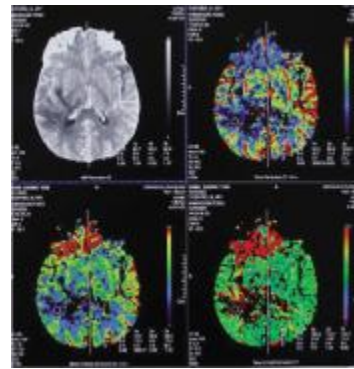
术前 CT 灌注示右颞叶梗塞灶 rCBF、rCBV、rTTP 分别为 0、0、0, 梗塞周围 rCBF、rCBV、rTTP 分别为 0.82、0.79、1.01
